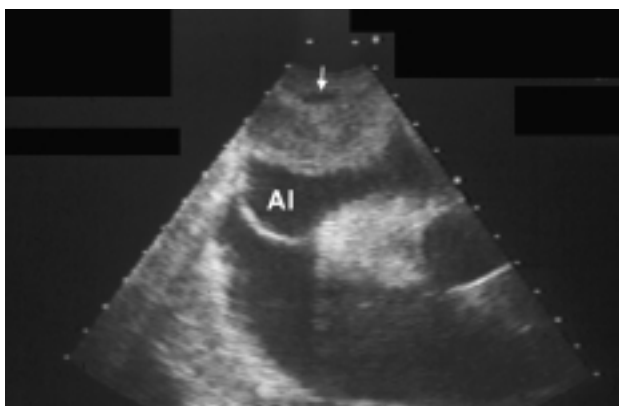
La figura corresponde a un paciente que presentó un grave trastorno hemodinámico en el postoperatorio de una intervención de injerto aortocoronario. En el ecocardiograma transesofágico se observa una colección líquida de alta densidad (flecha) que comprime y colapsa la aurícula izquierda. En la reintervención se comprobó la presencia de un hematoma que comprimía selectivamente la aurícula izquierda (AI).
